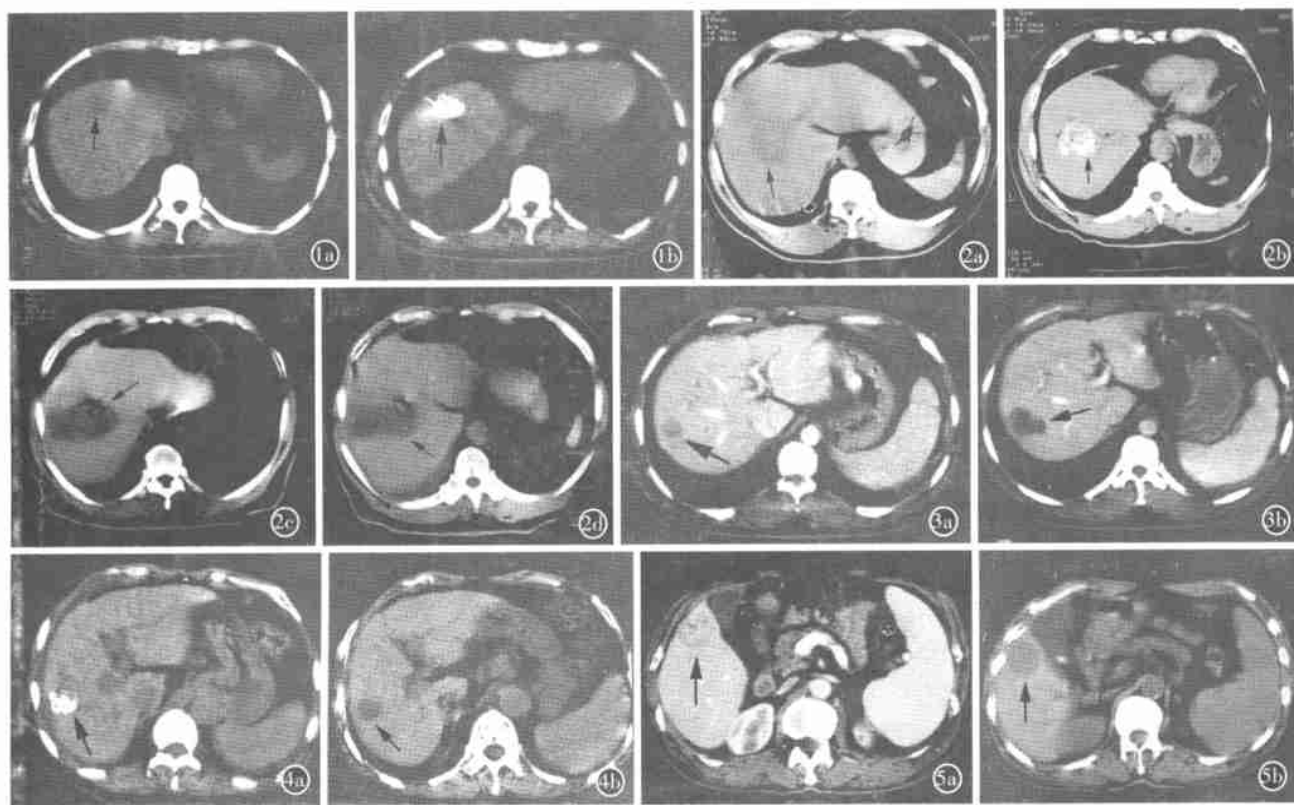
CT 平扫 a) 肝右叶近膈顶部见圆形低密度小结节影, 直径约 2cm。 b) 在 CT 引导下于结节内注入乙酸混合剂, 结节被乙酸完全充满, PAI 后 7 天手术, 肿瘤完全坏死。 图 2 乙肝患者 a) CT 平扫, 肝右叶见直径约 5cm 低密度病灶。 b) PAI 后 CT 扫描, 肿块已被乙酸完全充填。 c, d) 1 个月 CT 平扫, 肿瘤已完全坏死囊变。 图 3 a) 乙肝患者, CT 增强扫描, 肝右叶见 2.5 cm 低密度病灶。 b) PAI 后 1 个月 CT 复查, 病灶坏死囊变, 囊变灶较原来低密度灶稍大。 图 4 a) 乙肝患者, PAI 后 CT 扫描, 病灶被乙酸完全充填。 b) 1 个月 CT 平扫复查, 病灶呈低密度囊变。 图 5 a) 乙肝患者, 脾大。 CT 增强扫描示, 肝右叶低密度病灶。 b) PAI 术后 1 月复查, 病灶呈低密度灶, 边界清楚光滑。
